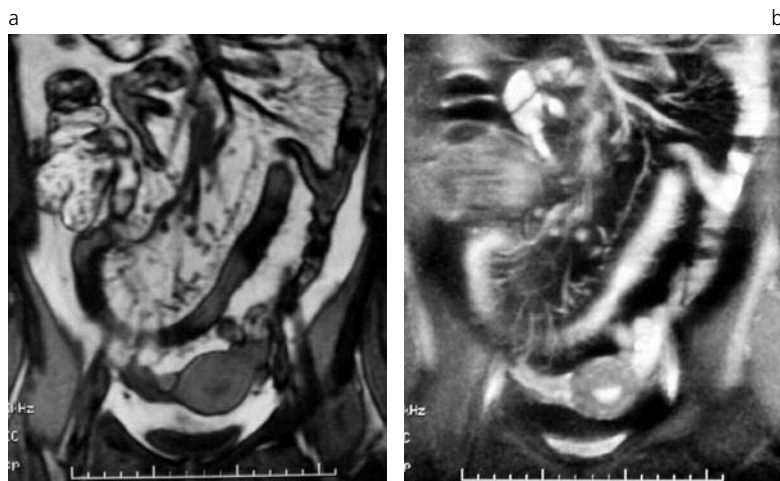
Enfermedad de Crohn, fase activa inflamatoria. a) El signo del peine en resonancia magnética, secuencia potenciada en T1, imagen de orientación coronal. b) Secuencia potenciada en T2, corte coronal, muestra la prominencia y dilatación de los vasa recta.
